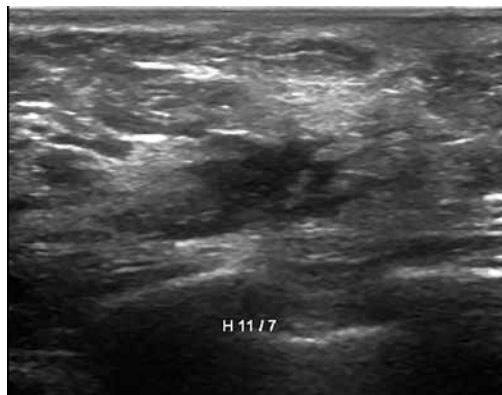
Ecografía. Plano longitudinal. Masa hipoeoica, irregular, de bordes espiculados, mal definidos, con eje perpendicular al plano de la piel, la cual no presenta sombra acústica posterior.
